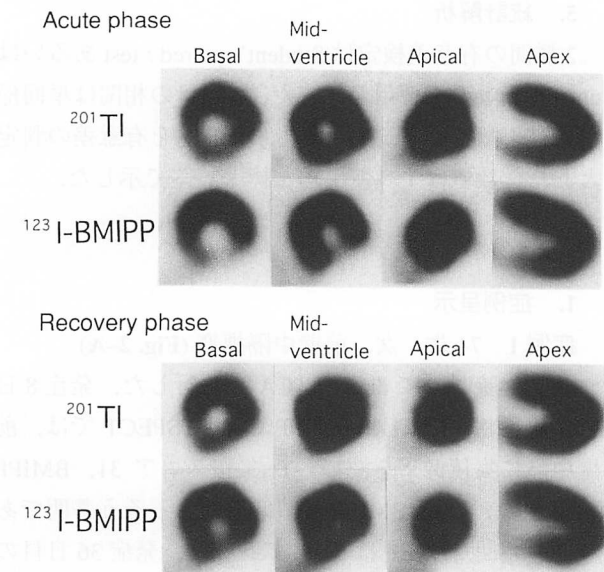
Tl and BMIPP SPECT images in three cases
